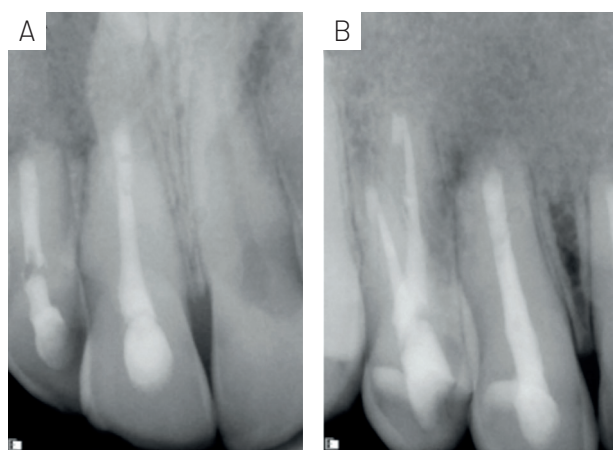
Radiografías postquirúrgicas de las piezas 11 y 12 (A), de las piezas 13 y 14 (B).
